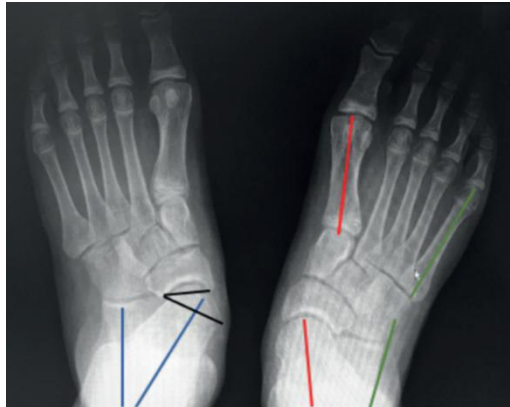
Pronación dominante del plano transversal. Clínicamente, el calcáneo se evierte al plano de carga y el antepié se abduce sobre el retropié. Las radiografías muestran gran parte de la cabeza del astrágalo medial descubierta en la radiografía AP, con falla mínima de la columna medial en el plano sagital en la radiografía lateral.
